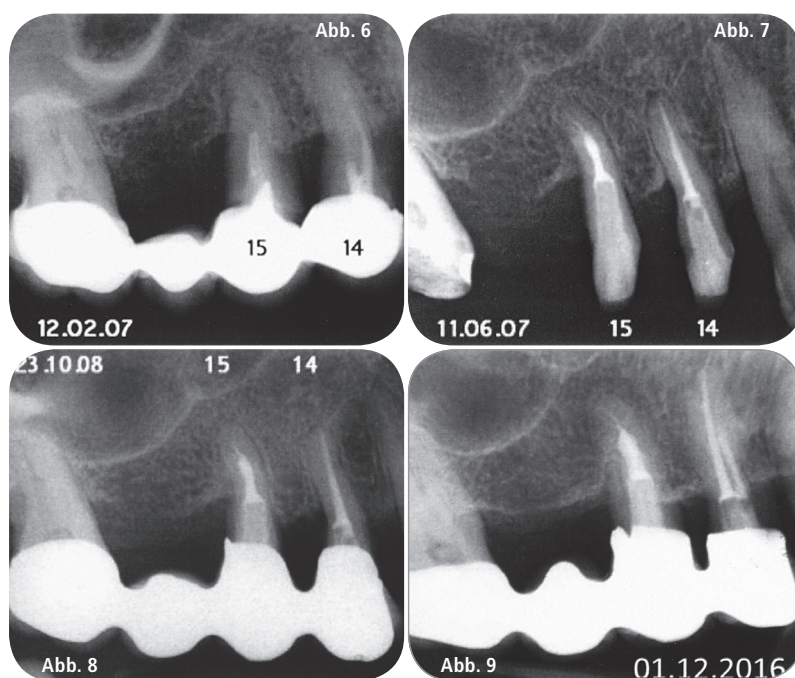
Röntgenologischer Anfangsbefund Zähne 14 und 15. – Abb. 7: Kontrolle Endorevision. – Abb. 8: Röntgenologische Kontrolle 16 Monate nach Endorevision. – Abb. 9: Röntgenologische Kontrolle 9,5 Jahre nach Endorevision.
